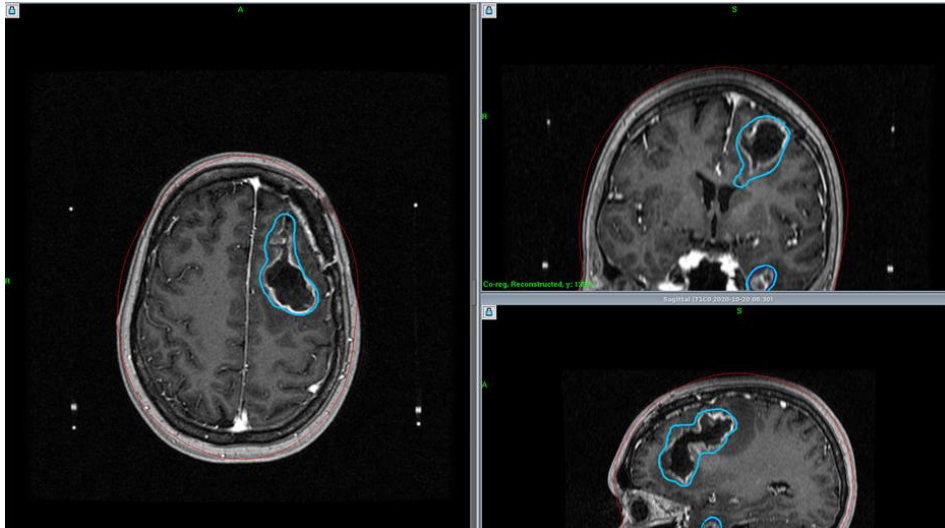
Данные МРТ головного мозга с контрастным усилением через 2 месяца после хирургического лечения. Планирование лучевой терапии (И/б 21250/С2020)
